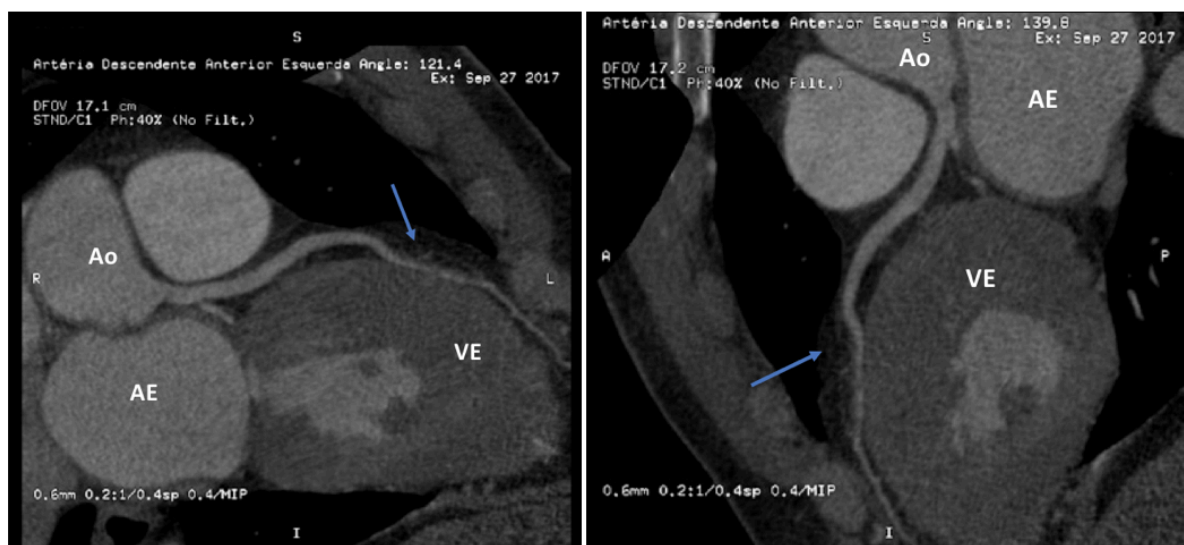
Angiotomografia das artérias coronárias evidenciando a ponte miocárdica.
